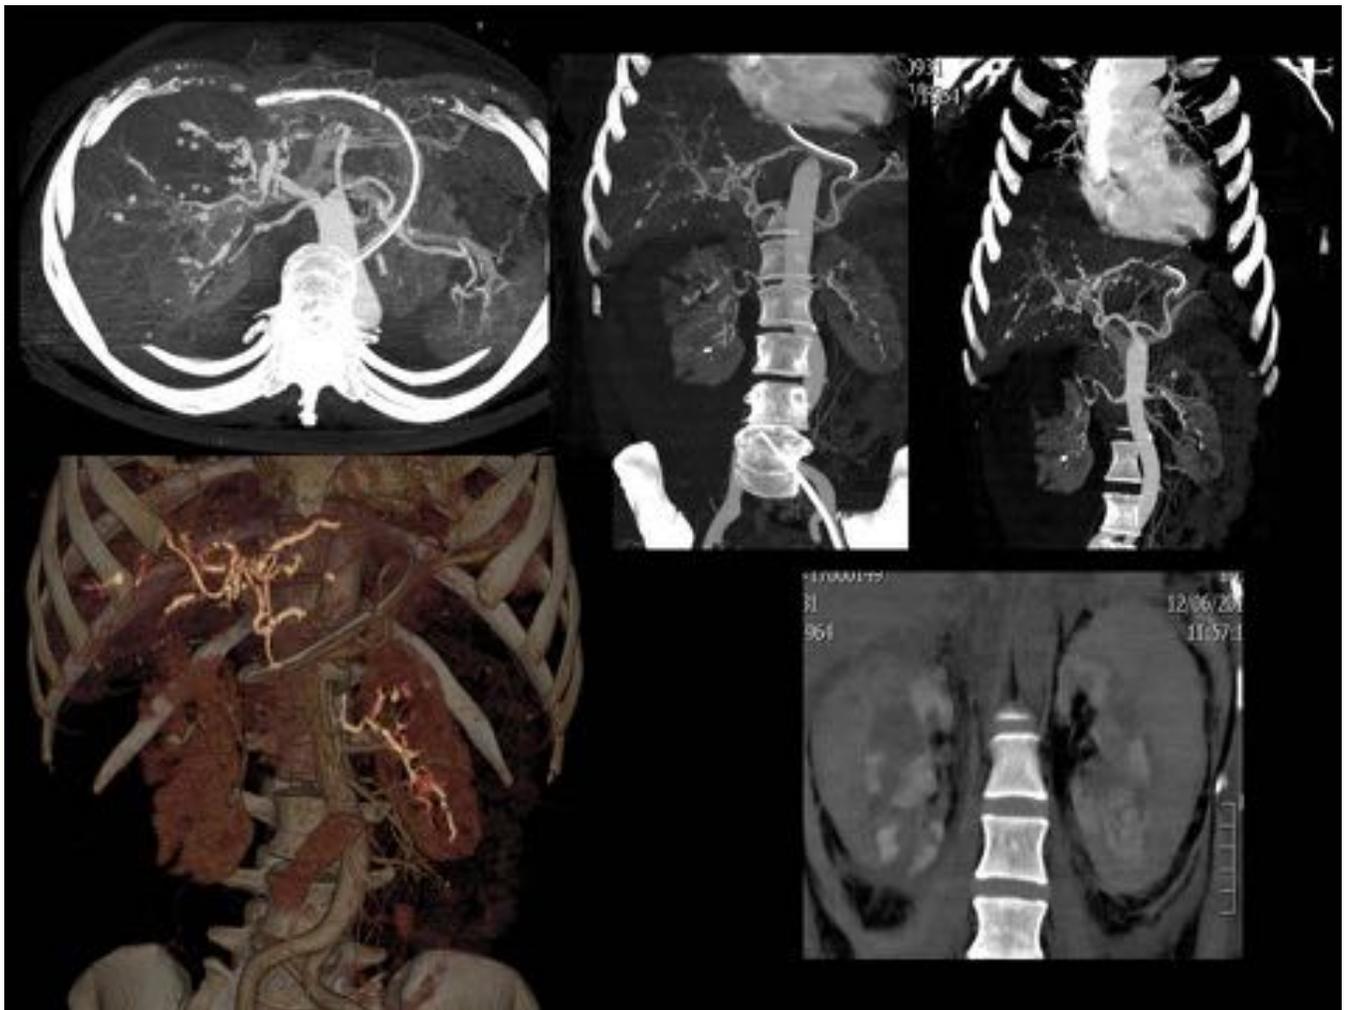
Mujer de 47años con anemia e insuficiencia renal. Angio-TC: Arteritis visceral con presencia de estenosis, dilataciones y pseudoaneurismas hepáticos y renales. Múltiples infartos renales bilaterales con presencia de hematomas perirrenales.
